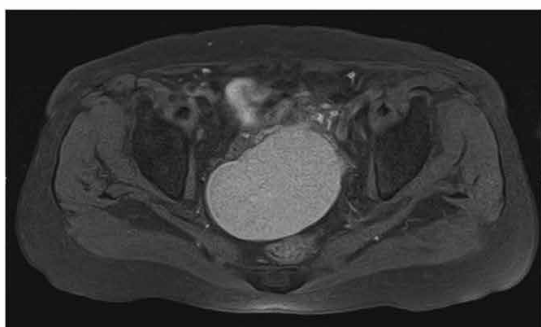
骨盤単純MRI画像 左：T1強調画像、脂肪抑制 右：T2強調画像
